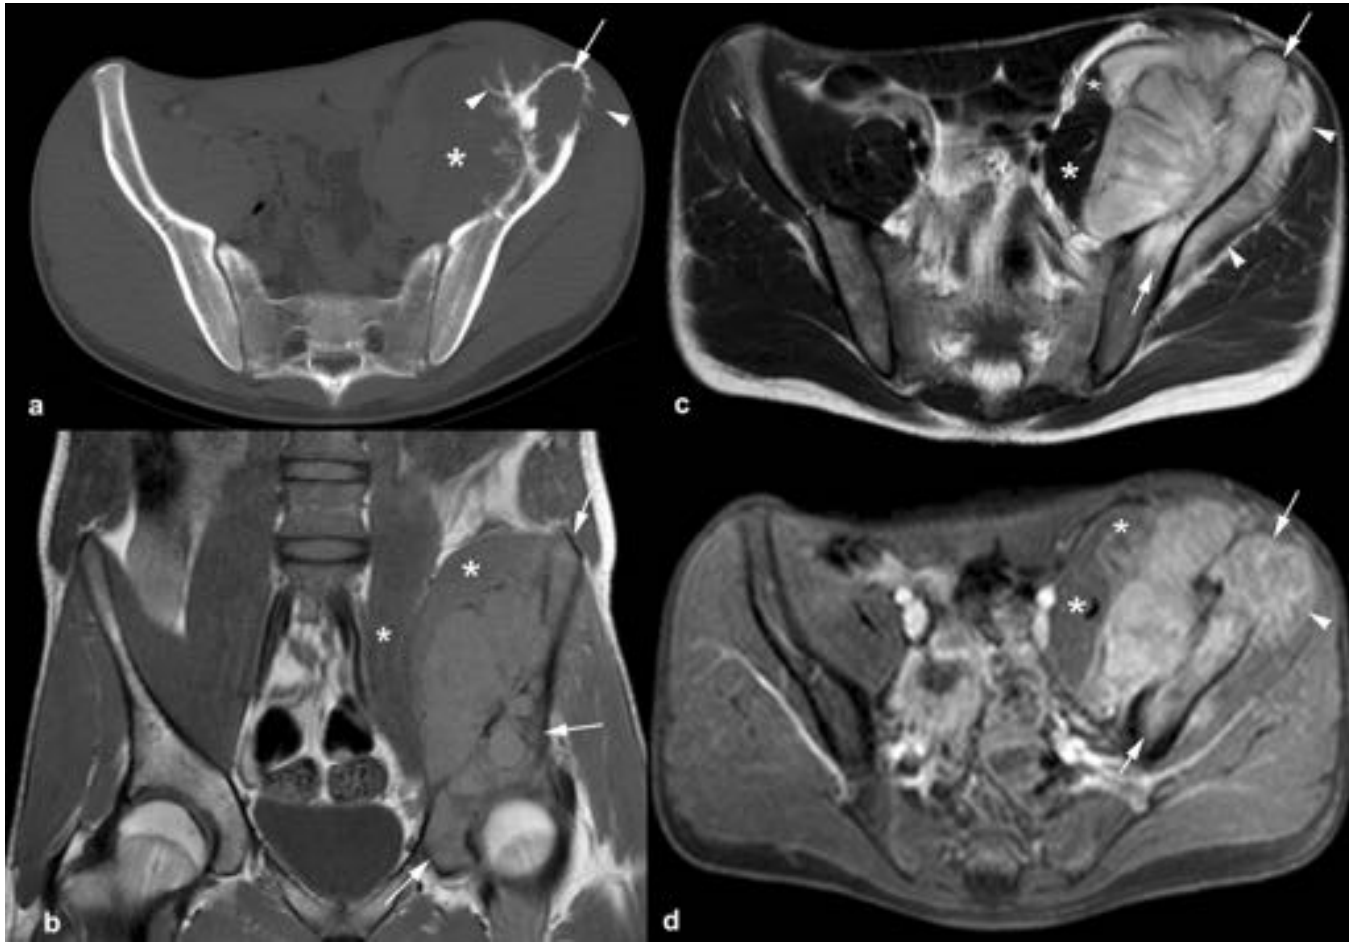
Linfoma de Hodgkin. (a) Lesión osteolítica expansiva en ilíaco izquierdo (flecha) con reacción perióstica espiculada (puntas de flechas) y masa adyacente (asterisco). (b-d). La RM muestra afectación medular (flechas), destrucción cortical, compresión de los músculos psoas (asteriscos) e infiltración del músculo glúteo menor (puntas de flechas). El tumor es intermedio en secuencias TSE-T1, hiperintenso con áreas hipointensas en secuencias TSE-T2 y homogéneo e intenso con contraste intravenoso.
